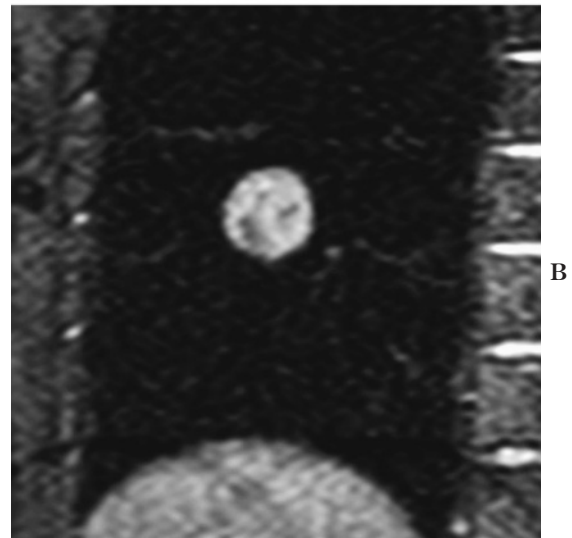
Mucinous bronchioloalveolar carcinoma in a 69-year-old man. T2-weighted images show hyperintense consolidation suggesting mucinous bronchioloalveolar carcinoma.
